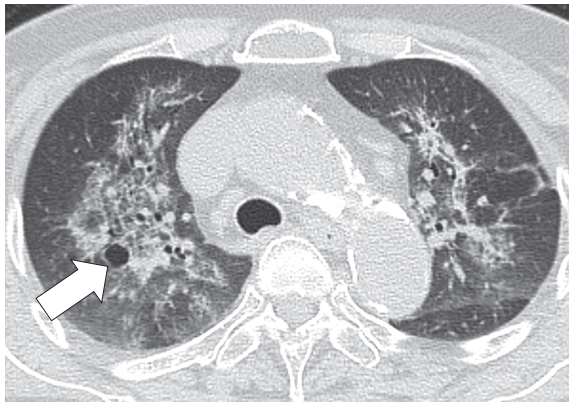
当院入院2日前 (Day 1) の前医の胸部単純 CT
